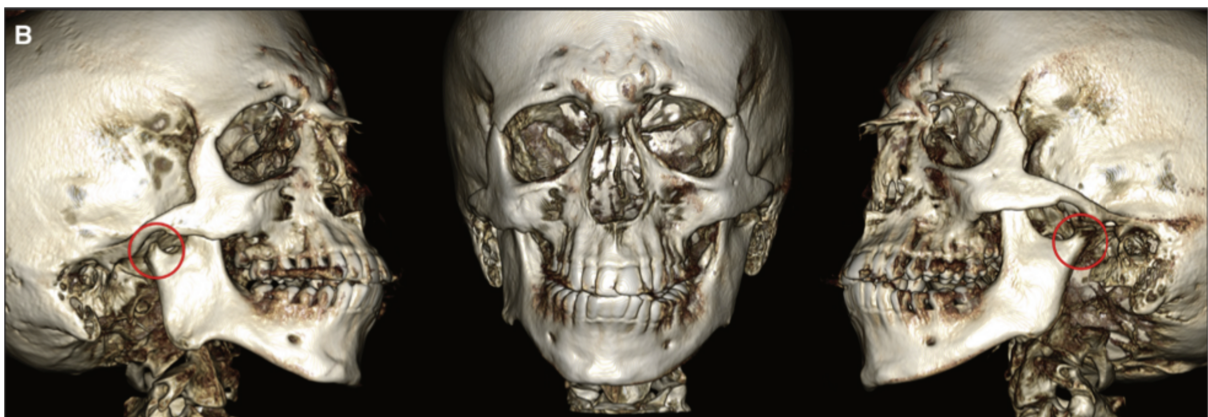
Examen radiographique de type CBCT mettant en évidence une asymétrie faciale due à une hypoplasie du condyle mandibulaire droit (28)
